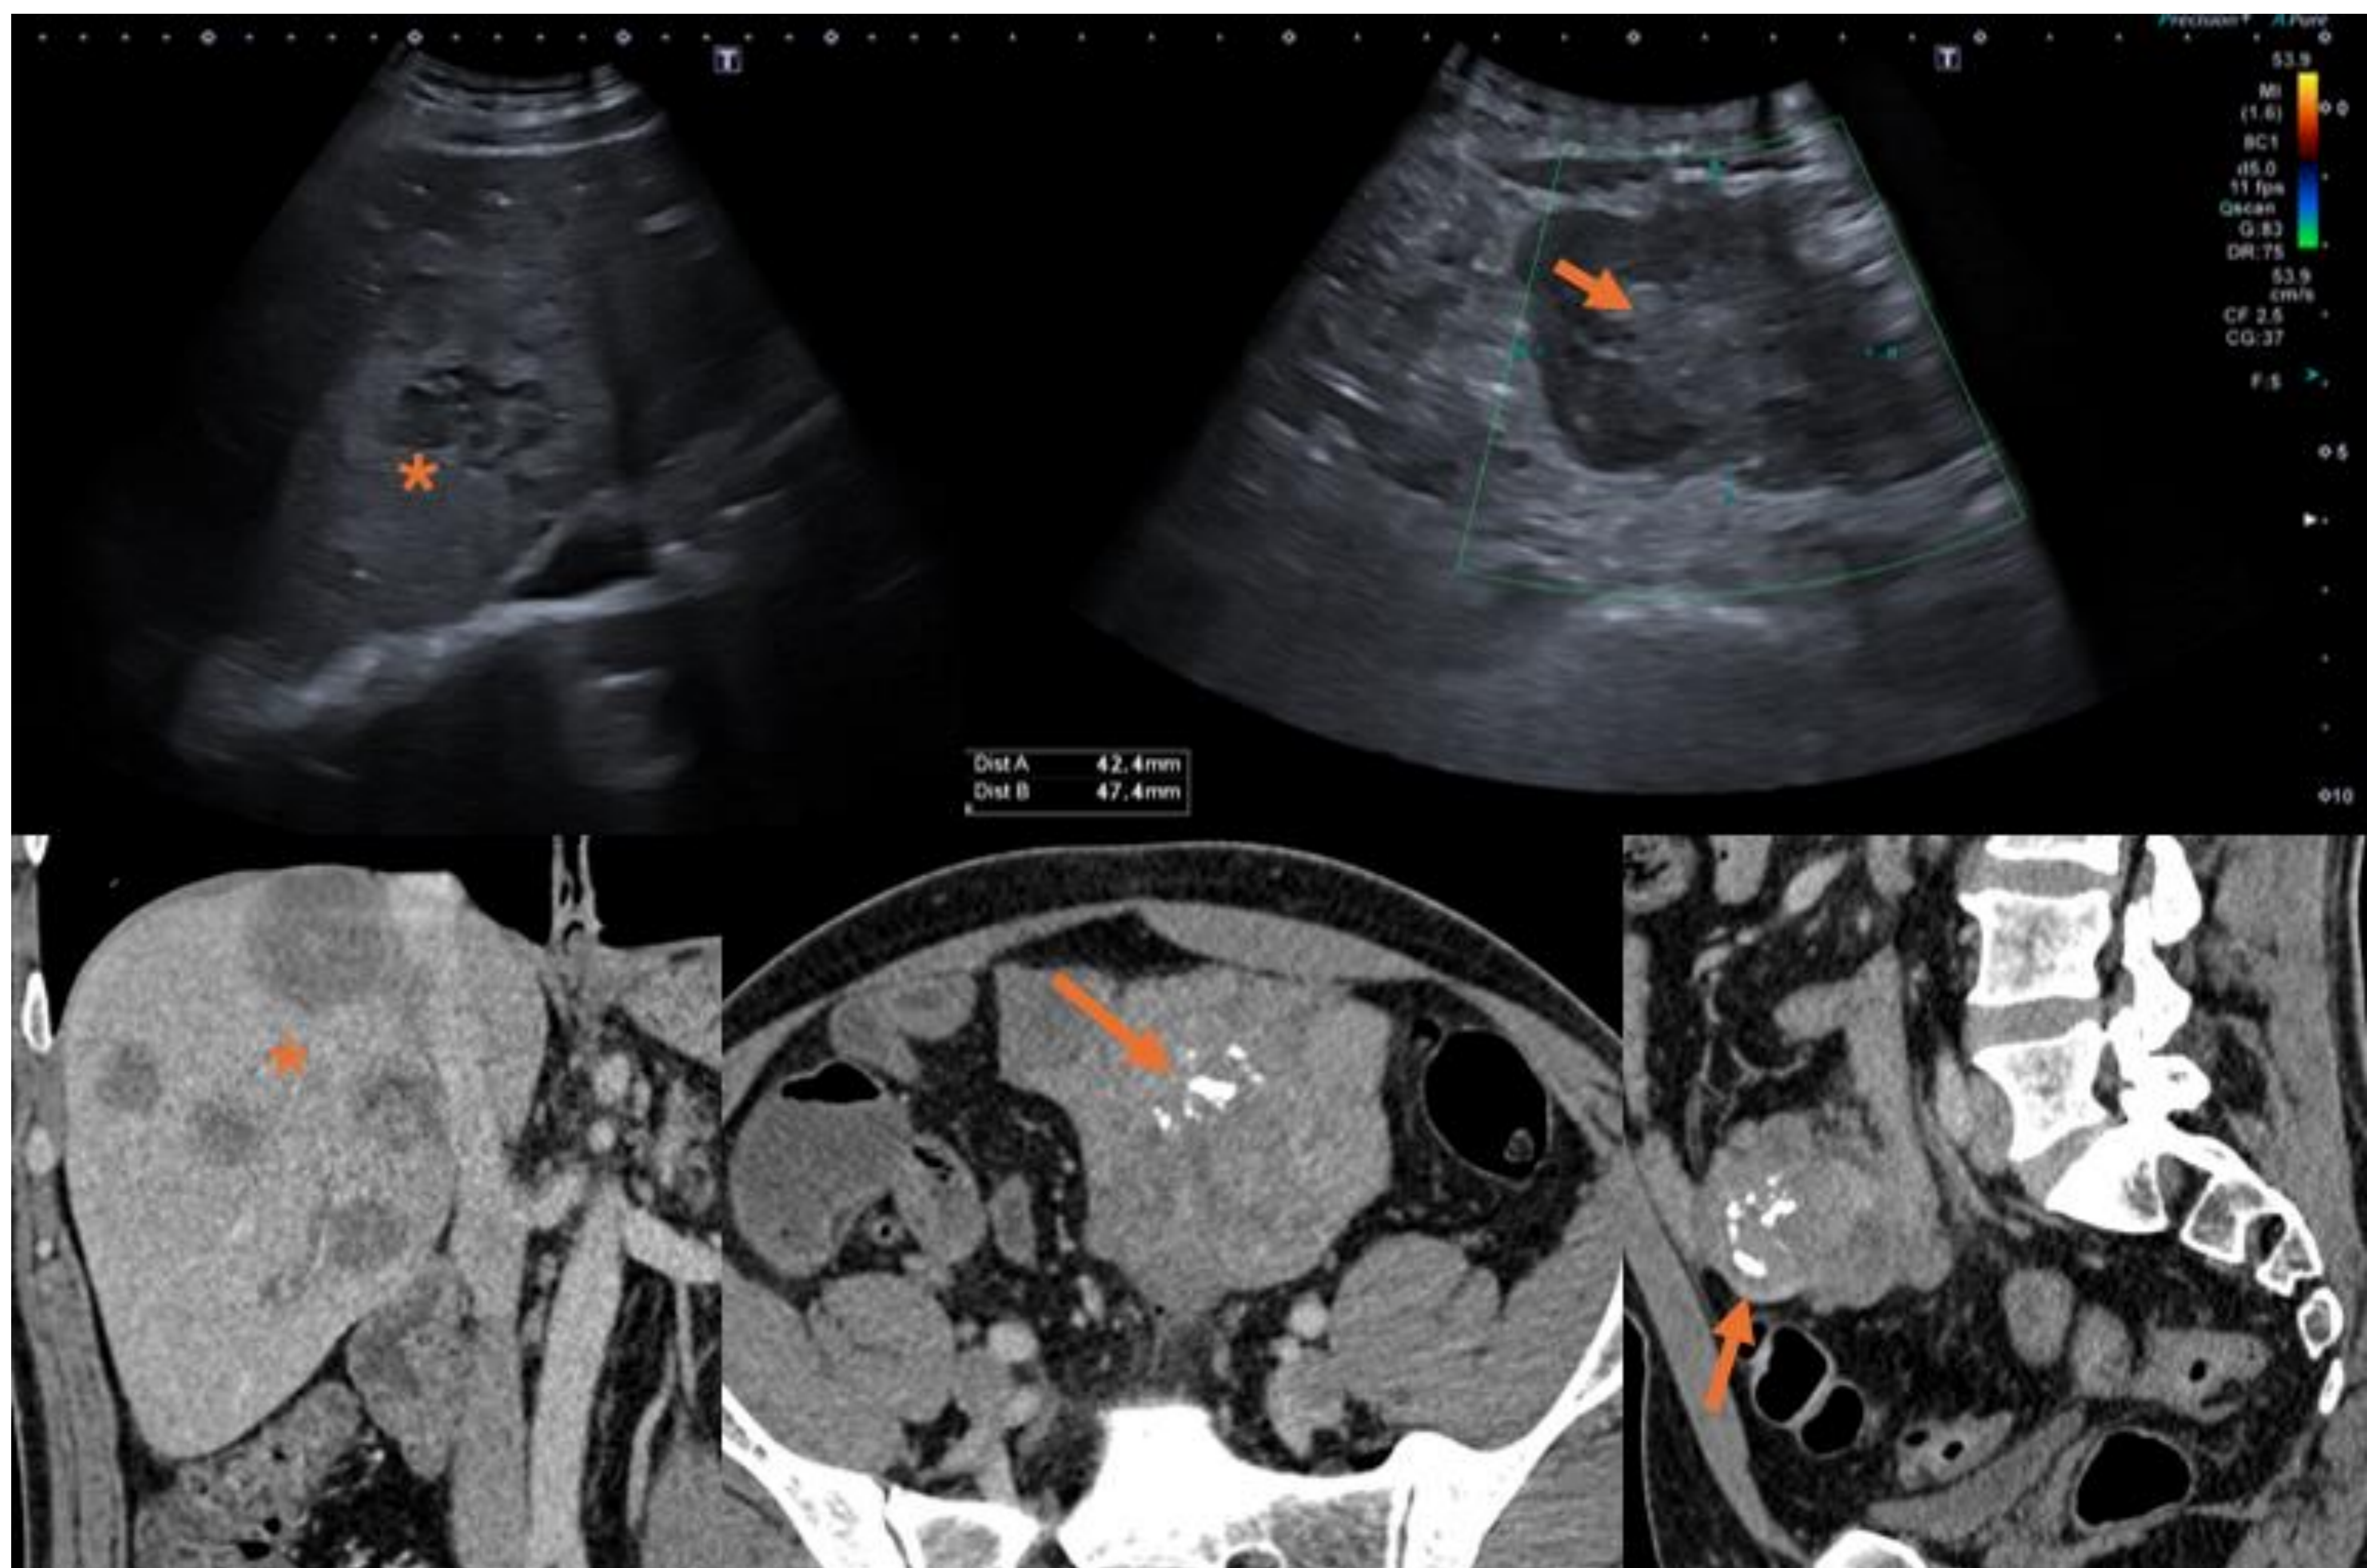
Ecografía: Múltiples lesiones hepáticas focales (asterisco), mal definidas, sugestivas de afectación metastásica. En hipogastrio se identifica una masa de 6cm heterogénea, dependiente de un asa de intestino delgado (flecha).
